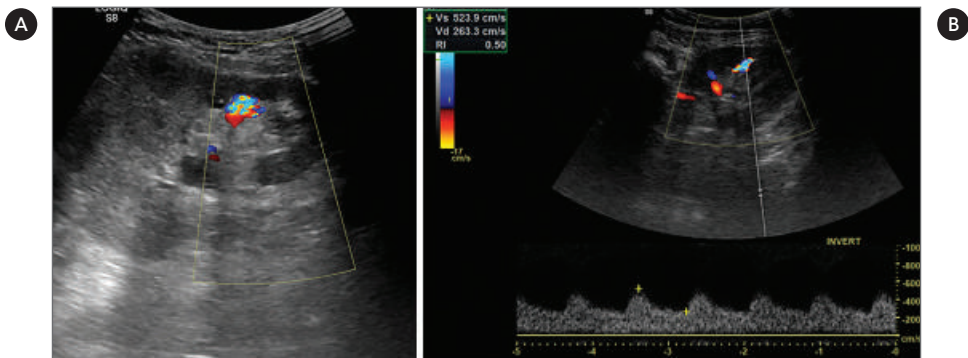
• Fístula arteriovenosa. O estudo por eco-Doppler cor (A) revela área localizada de turbulência. A análise espectral (B) documenta velocidades sistólica e diastólica elevadas (524 e 263 cm/s, respectivamente) associadas a um índice de resistência baixo (IR de 0,5), achados compatíveis com fístula arteriovenosa.
